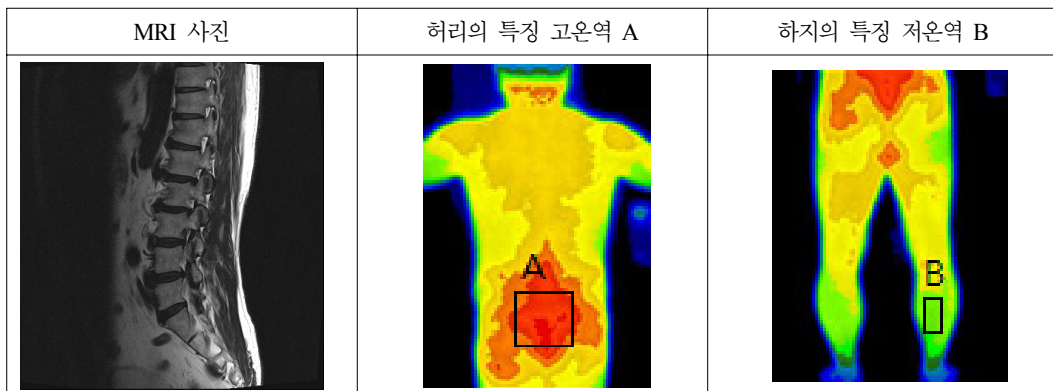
척추관협착증의 MRI 사진과 써모그래프에서 획득한 특징점 A와 B
